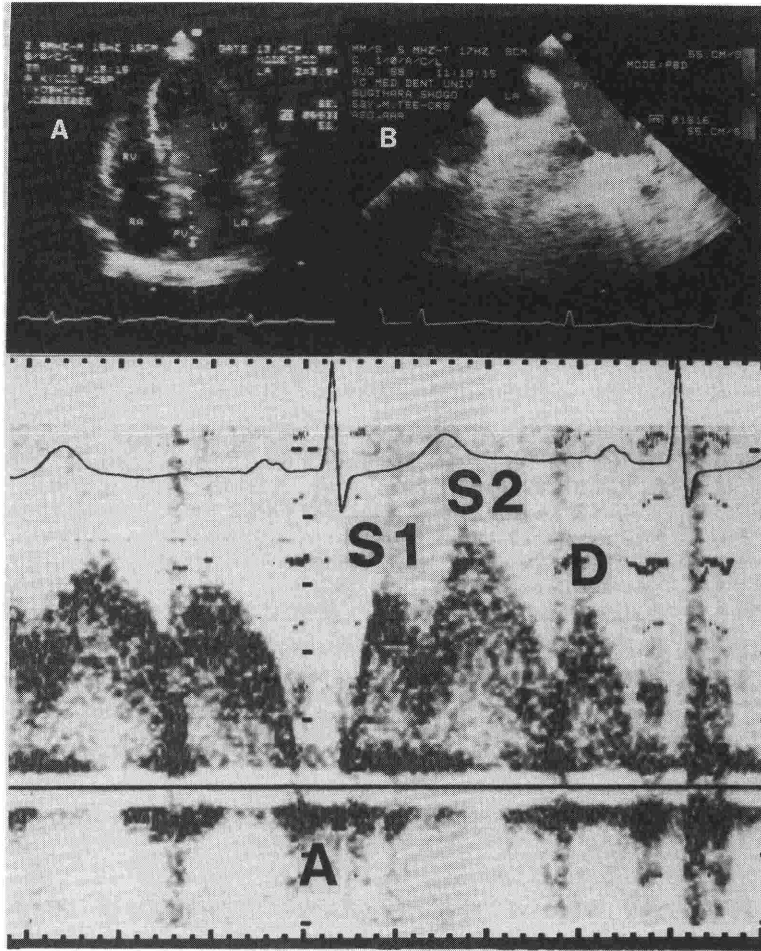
経胸壁の心エコー図法 (図A : TTE) と経食道心エコー図法 (図B : TEE) による肺静脈血流の観察。肺静脈血流波形は、それぞれの心房収縮に続く逆流波をA波、ついで最初の順行波をS1波、収縮期の心房充満に伴う順行波をS2波、拡張期の順行波をD波と名称した。
